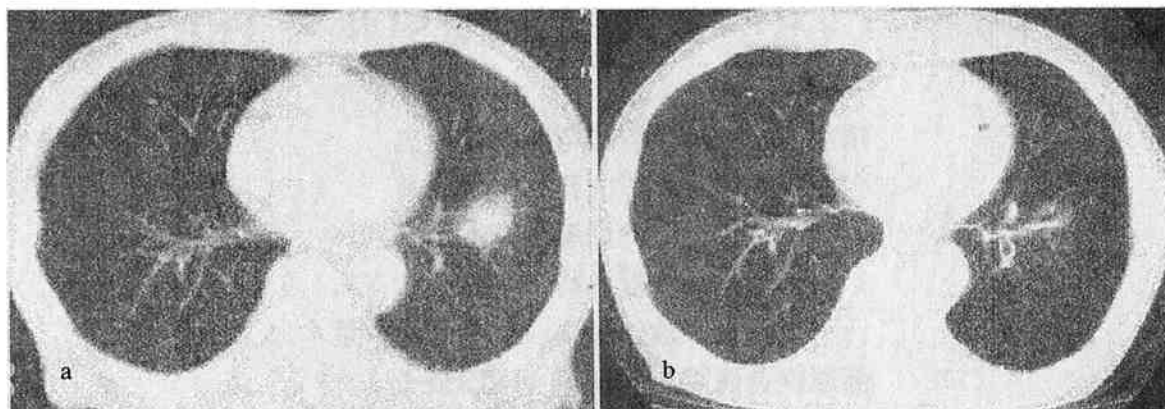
照射例：80歳男性、腺癌（T2N0）CT定位下放射線治療（60Gy/10分割/5日間）施行。
